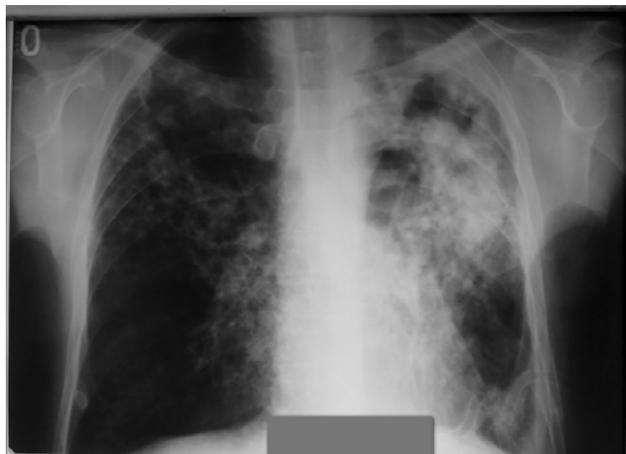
На обзорной рентгенограмме ОГК от 11.01.16 г. — слева легкое расправлено (после установления бронхообтуратора), дренажи. Уменьшение инфильтрации в верхней доле слева и очагов справа, рассасывание подкожной эмфиземы.
